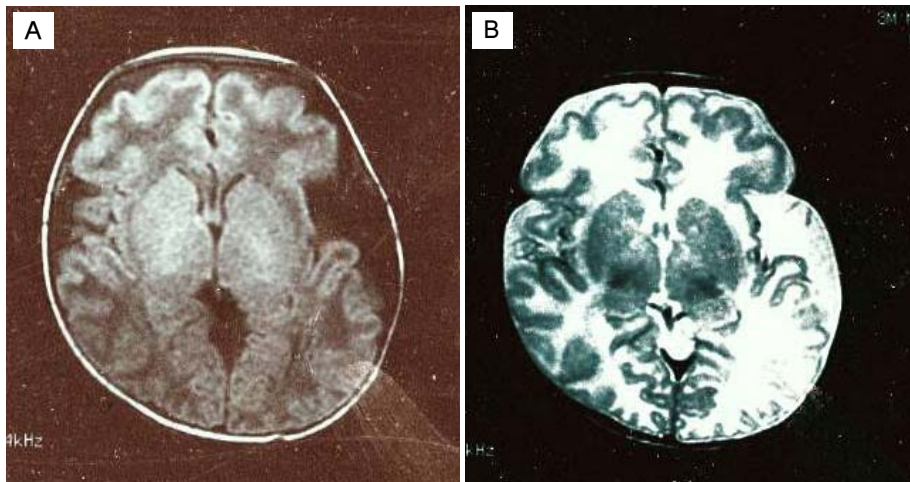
Brain MRI shows widening of sylvian cistern(A) and widening of gyrus and diffuse high SI of white matter(B) at 1 month of age.
